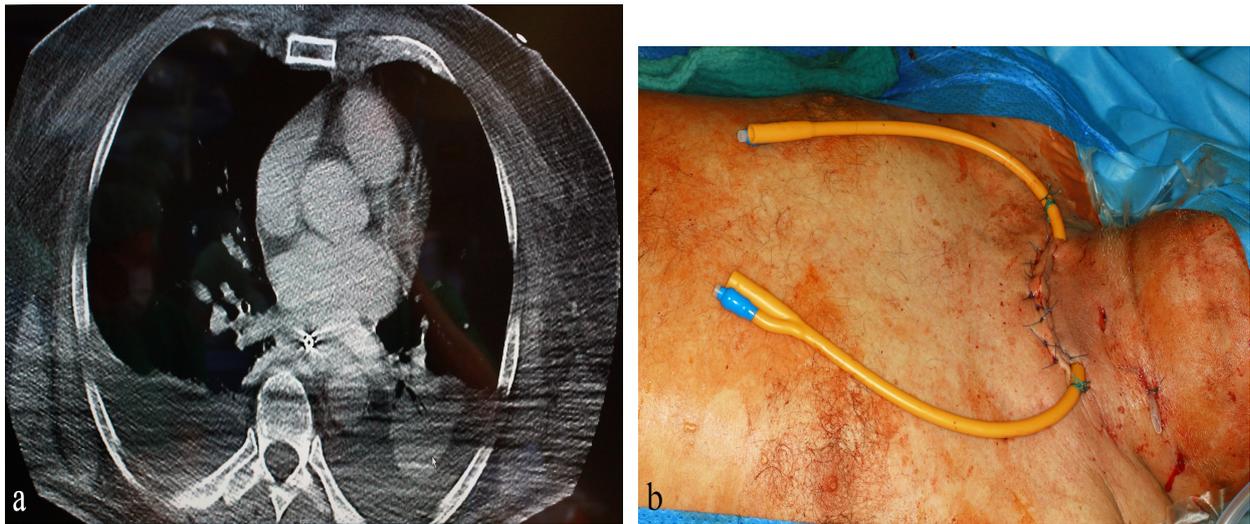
a) Axiale CT mit Zeichen einer Mediastinitis und beidseitigen Pleuraergüssen
